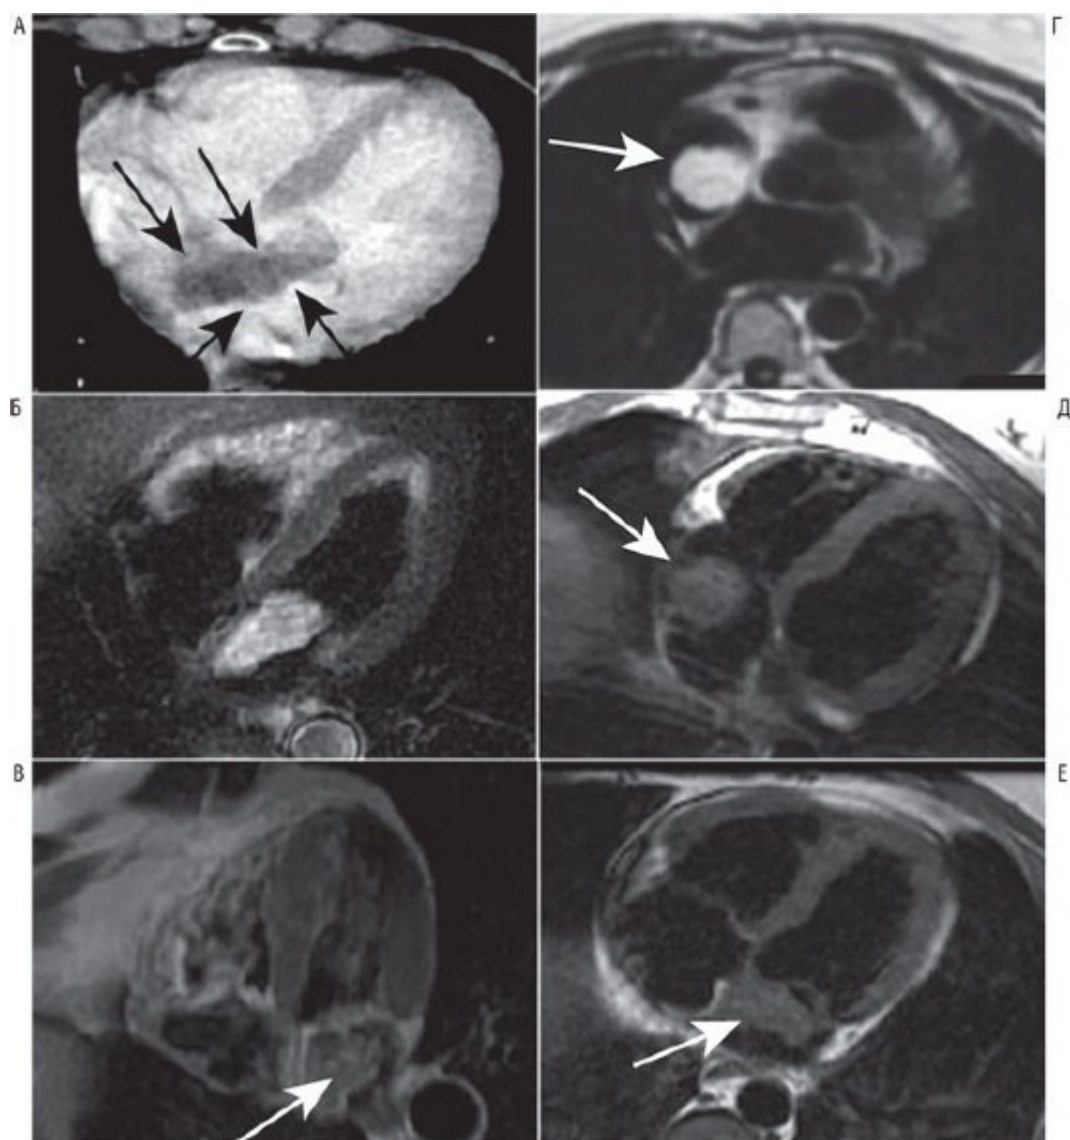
Мультиспиральная компьютерная томография и магнитно-резонансная томография сердца при опухоли ЛП. А - на срезе миксомы сердца (КТ) можно визуализировать подвижную опухоль ЛП, выступающую во время диастолы в отверстие МК. Б - при миксеме сердца подвижная опухоль ЛП выглядит гиперинтенсивной по сравнению с окружающим миокардом (МРТ). В - T1-взвешенное изображение миксомы сердца после введения контрастного вещества омнискан (МРТ); можно отметить неоднородный сигнал от опухоли предсердия, накапливающей контрастное вещество. Г - T1-взвешенное изображение липомы сердца; диффузный гиперинтенсивный однородный сигнал, типичный для жировой ткани (МРТ). Д - T1-взвешенное изображение тромба после введения контрастного вещества омнискан (МРТ); запись отсутствует или контрастирование ограничено. Е - T1-взвешенное изображение (МРТ) недифференцированной саркомы ЛП. Изменено: Basso C., Valente M., Thiene G. Tumori del cuore. Monografie di Cardiologia. - Società Italiana di Cardiologia, 2005.
